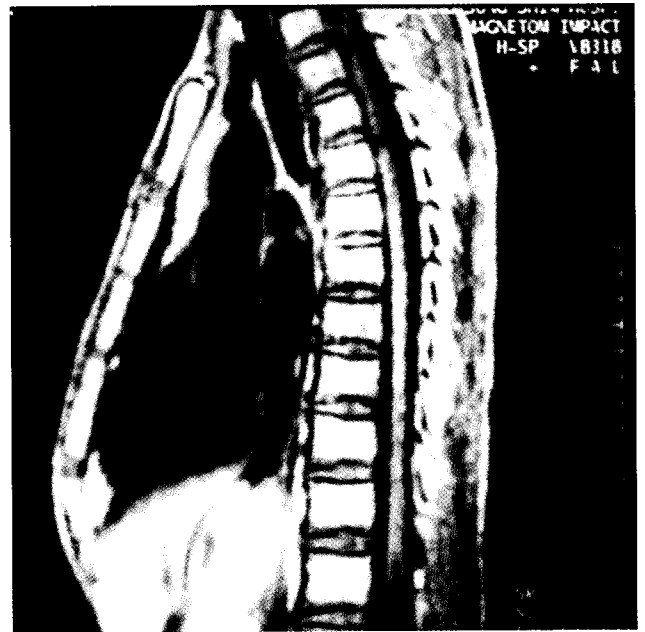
Preoperative CT and MRI shows anterior protrusion of lower sternum.
